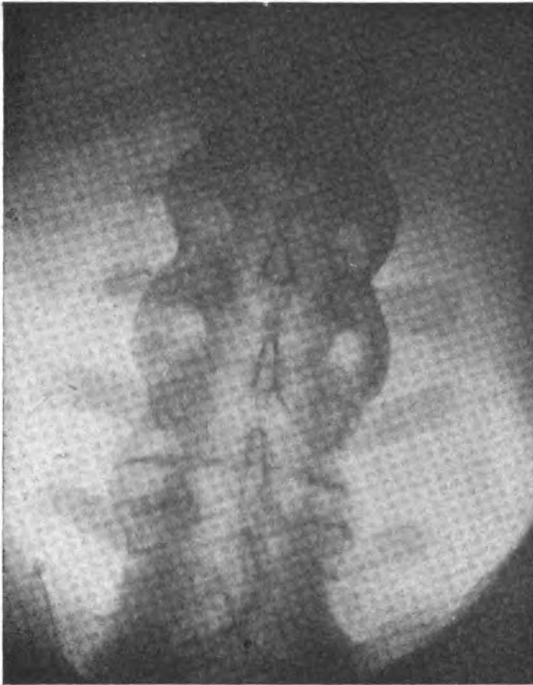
Colonne lombaire. Spondylite chronique ankylosante datant de deux ans à peine. La rigidité rachidienne est cependant très accusée. Les aspects radiographiques sont très caractérisés ; la silhouette de la région lombaire toute entière ressemble à une « colonne torse ». Le contour des espaces interépineux est plus souligné qu'à l'état normal. Un voile uniforme, grisaille, est étendu sur la colonne.
